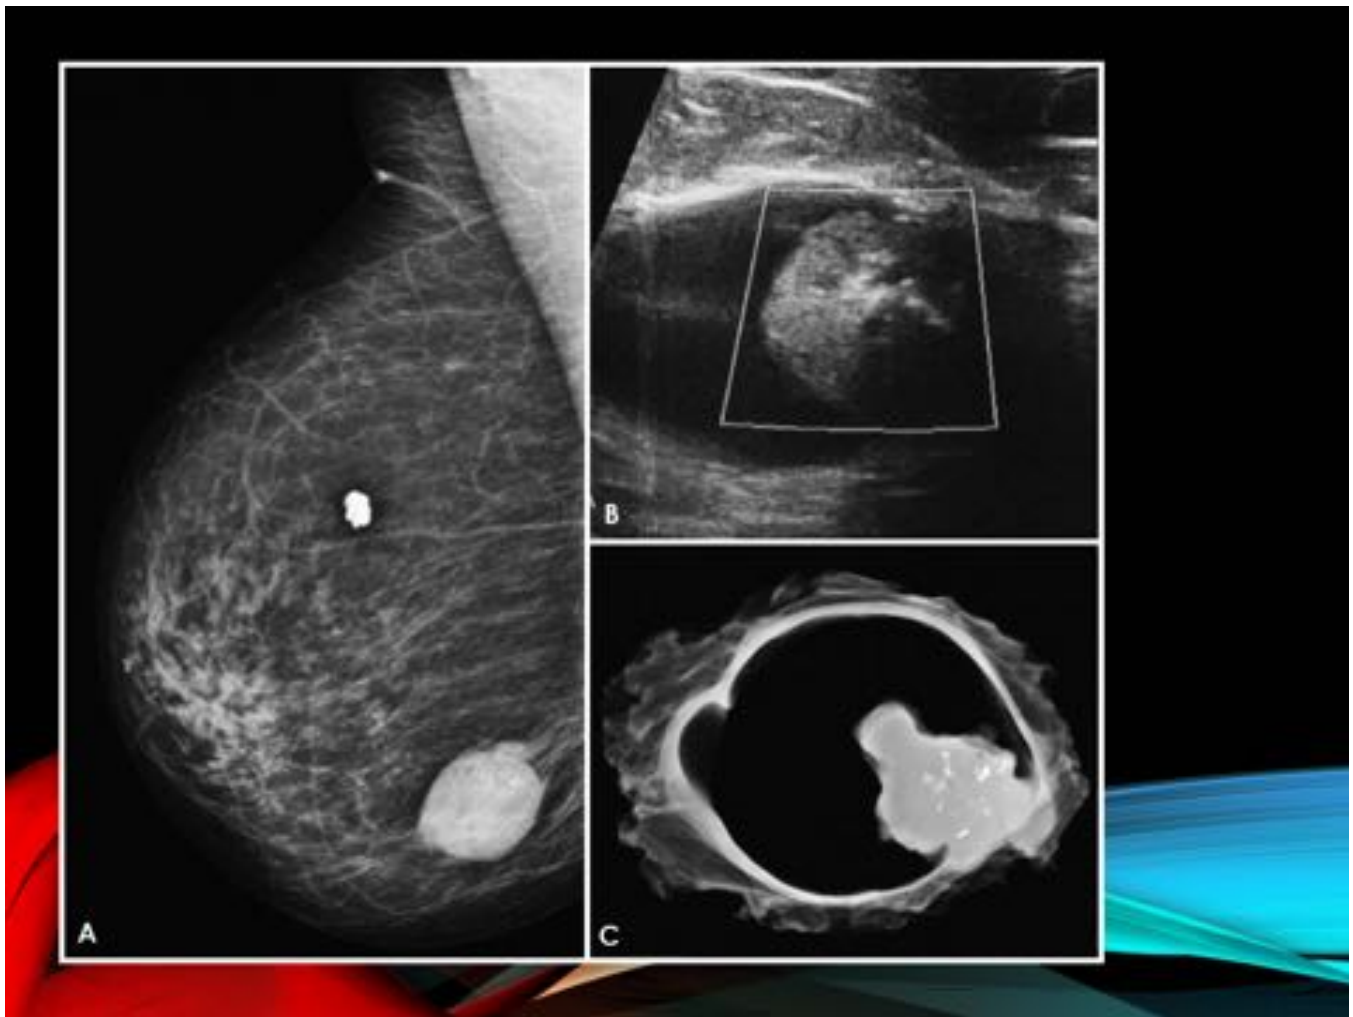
A. Mamografía MLO. Aumento de densidad, ovalado de margen circunscrito, en CII de mama derecha. B. En ecografía se demostraba una lesión papilar intraquística. C. La radiografía del espécimen, demostró que se trataba de una lesión intraquística con calcificaciones en el nódulo sólido mural.
